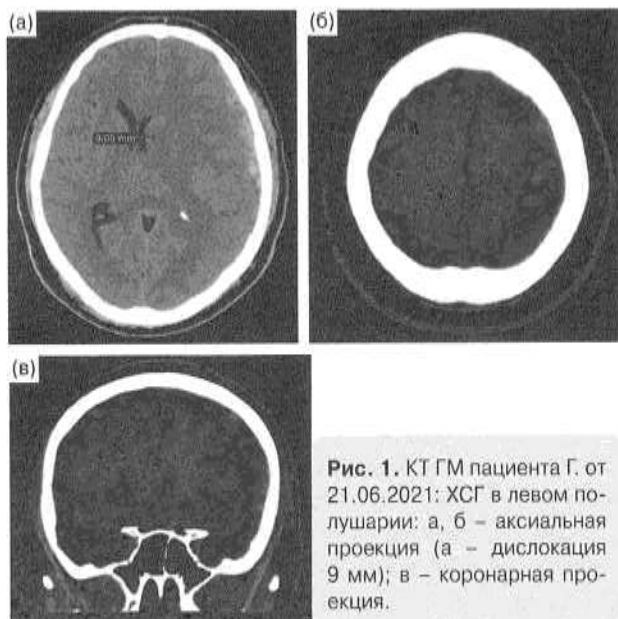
КТ ГМ пациента Г. от 21.06.2021: ХСГ в левом полушарии: а, б – аксиальная проекция (а – дислокация 9 мм); в – коронарная проекция.
